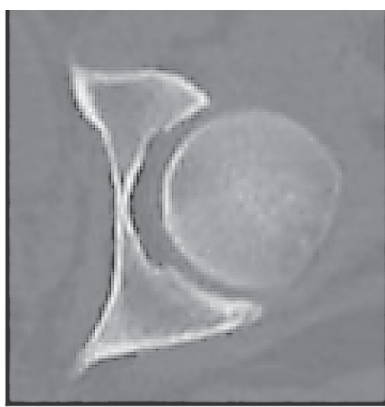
Определение величины повреждения задней стенки вертлужной впадины по КТ
